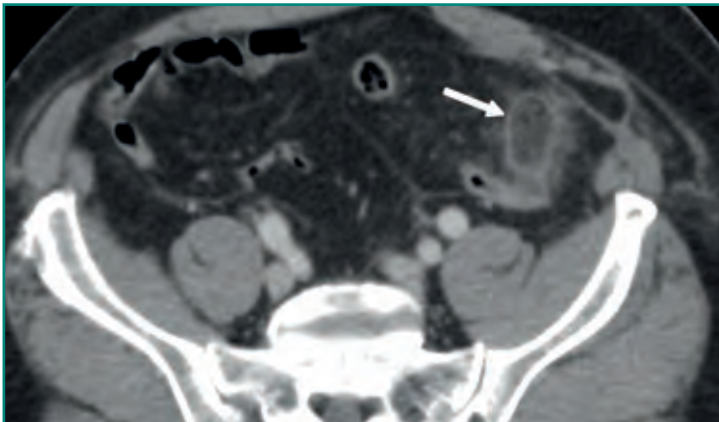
TC abdominal en la que se identifica una inflamación de un apéndice epiploico del sigma.
